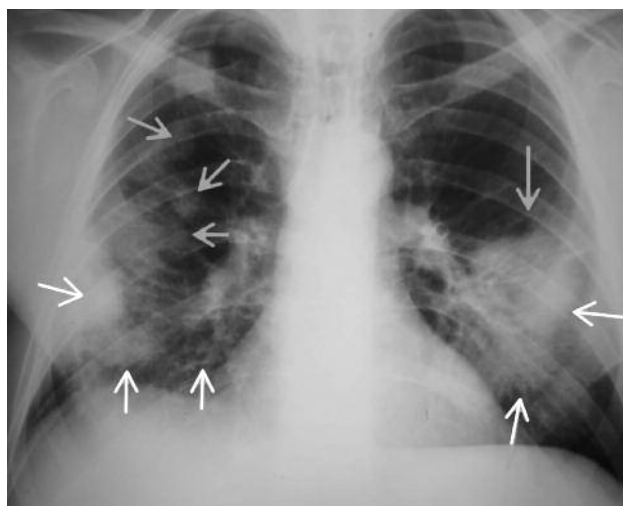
Рентгеновская картина перед выпиской – 23.08.13
